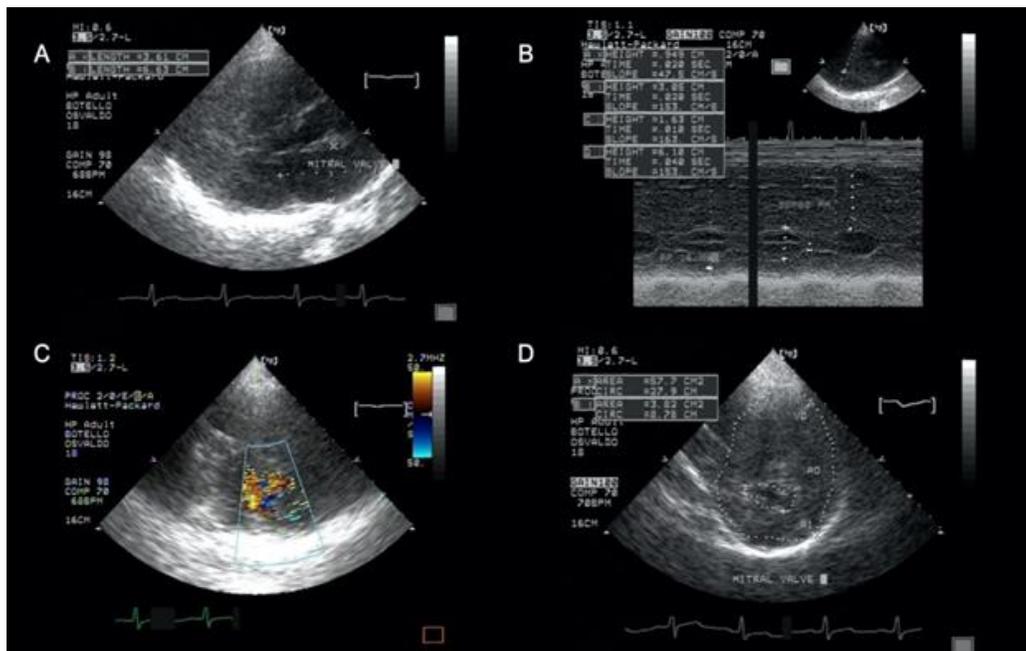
First part of echocardiogram. A: Parasternal long-axis window, mitral valve with its measurements. B: Window parasternal long axis, M-mode, measurement of posterior wall and septum. C: Observation of the mitral valve with colour at rest without observing mitral regurgitation. D: Parasternal short-axis window, measurement of the cardiac contour and of the thickened and calcified mitral annulus.
